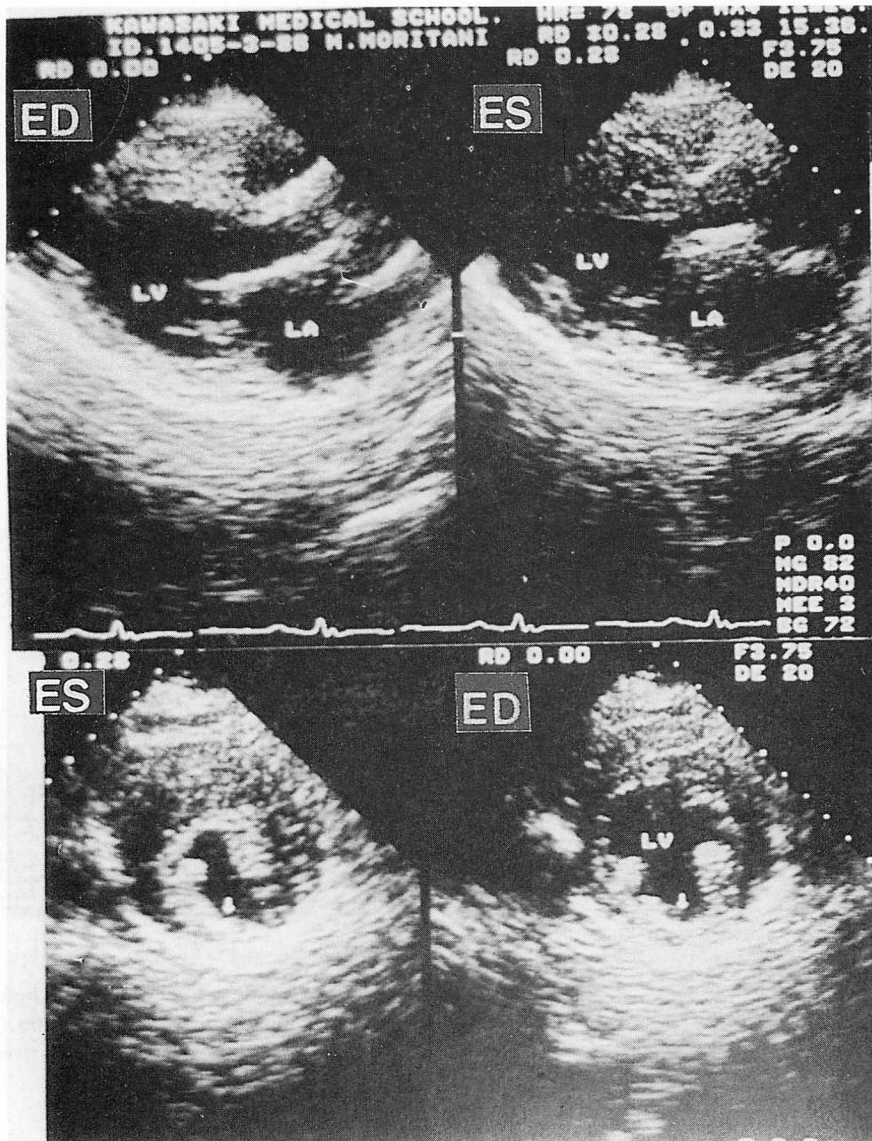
Two-dimensional echocardiograms after posterior infarction (Case 2) (long-axis and short-axis views).
